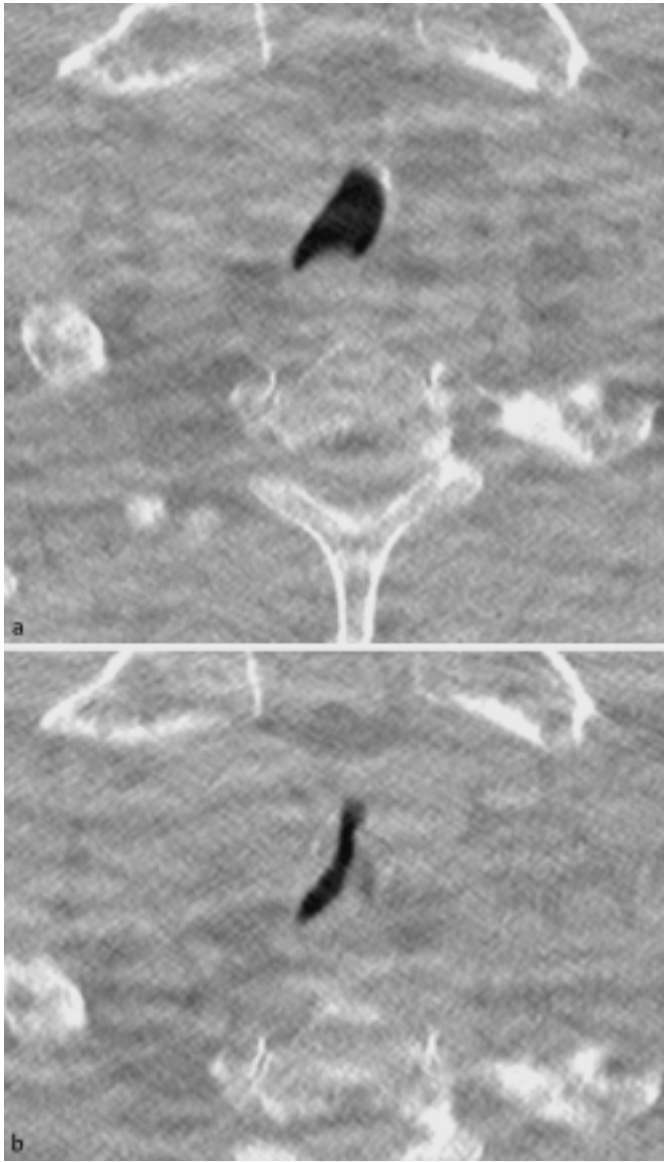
Hochaufgelöste Cine-CT bei malazischer Trachealstenose nach Langzeitbeatmung. a) Inspiration: irreguläres, noch normales, weites Lumen. b) Expiration: filiforme Stenose.
